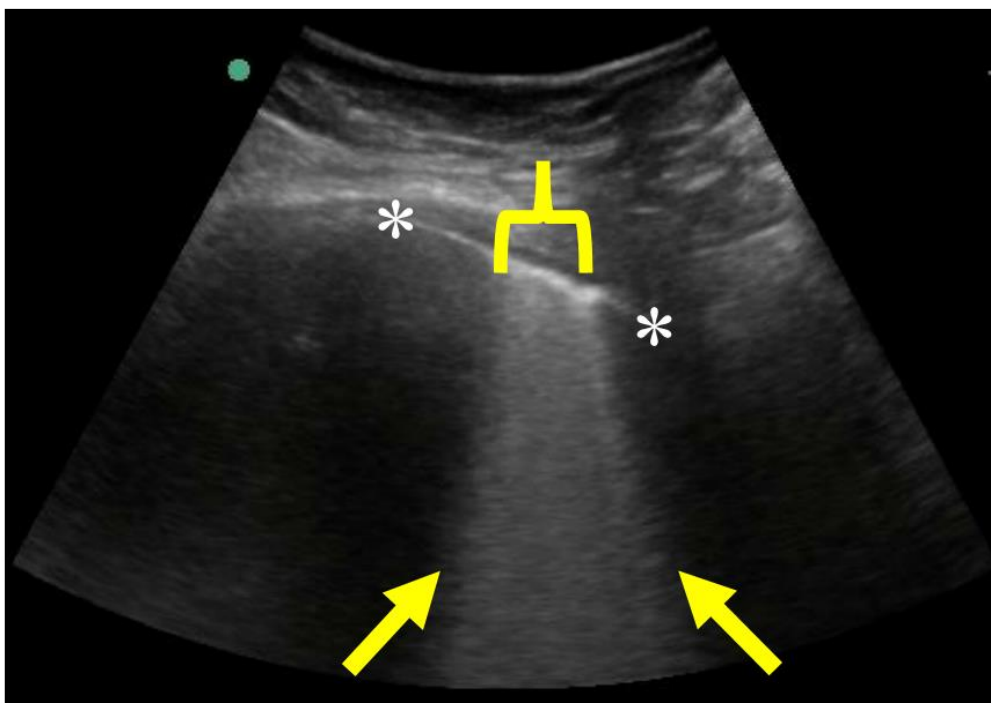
Ultrassonografia de pulmão com linhas B coalescentes
